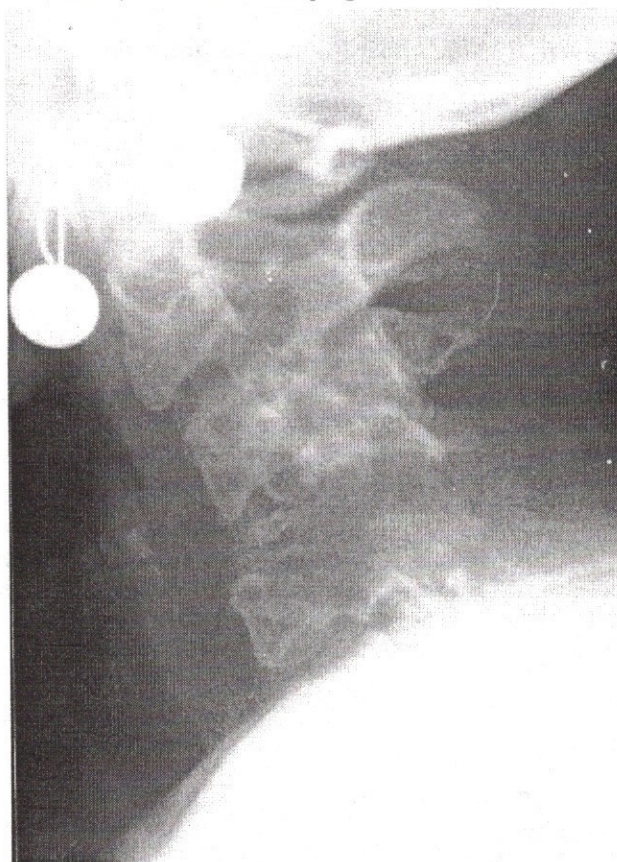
Caz clinic nr. 2. Radiografie osoasă țintită
